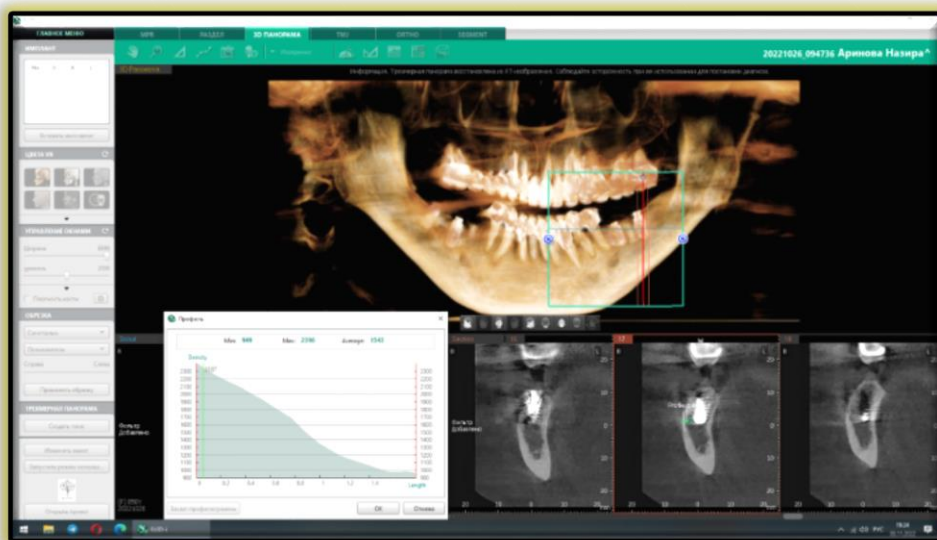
Пациент Н. Ортопантомограмма до лечения
